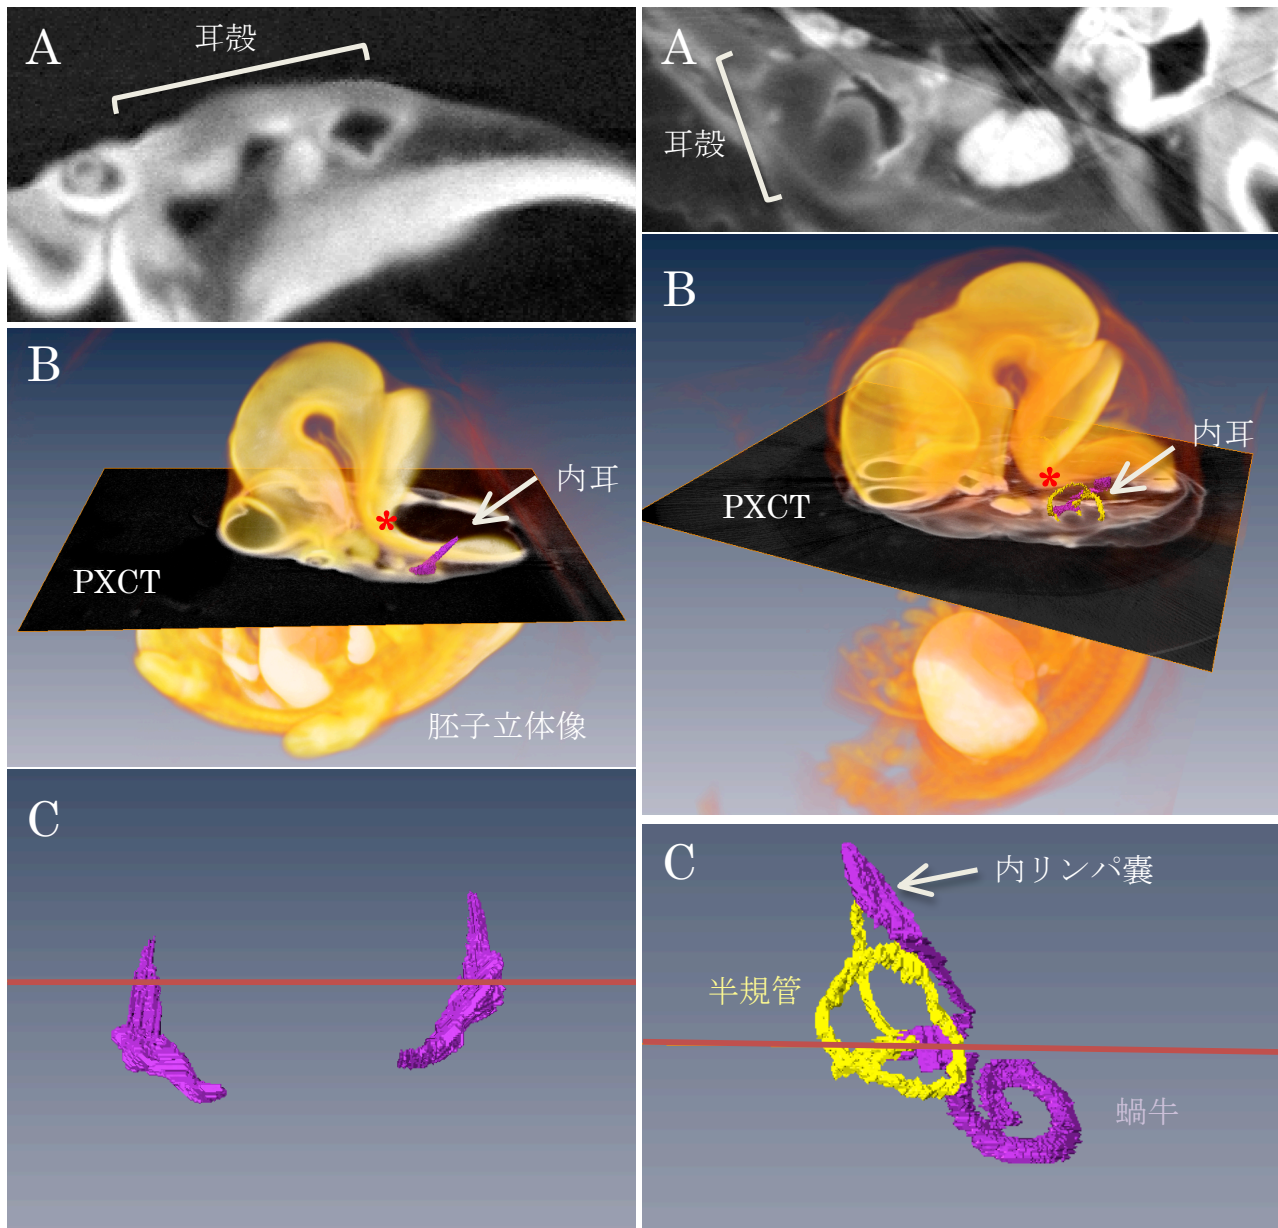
位相 X 線 CT 画像からの内耳立体像の作成
